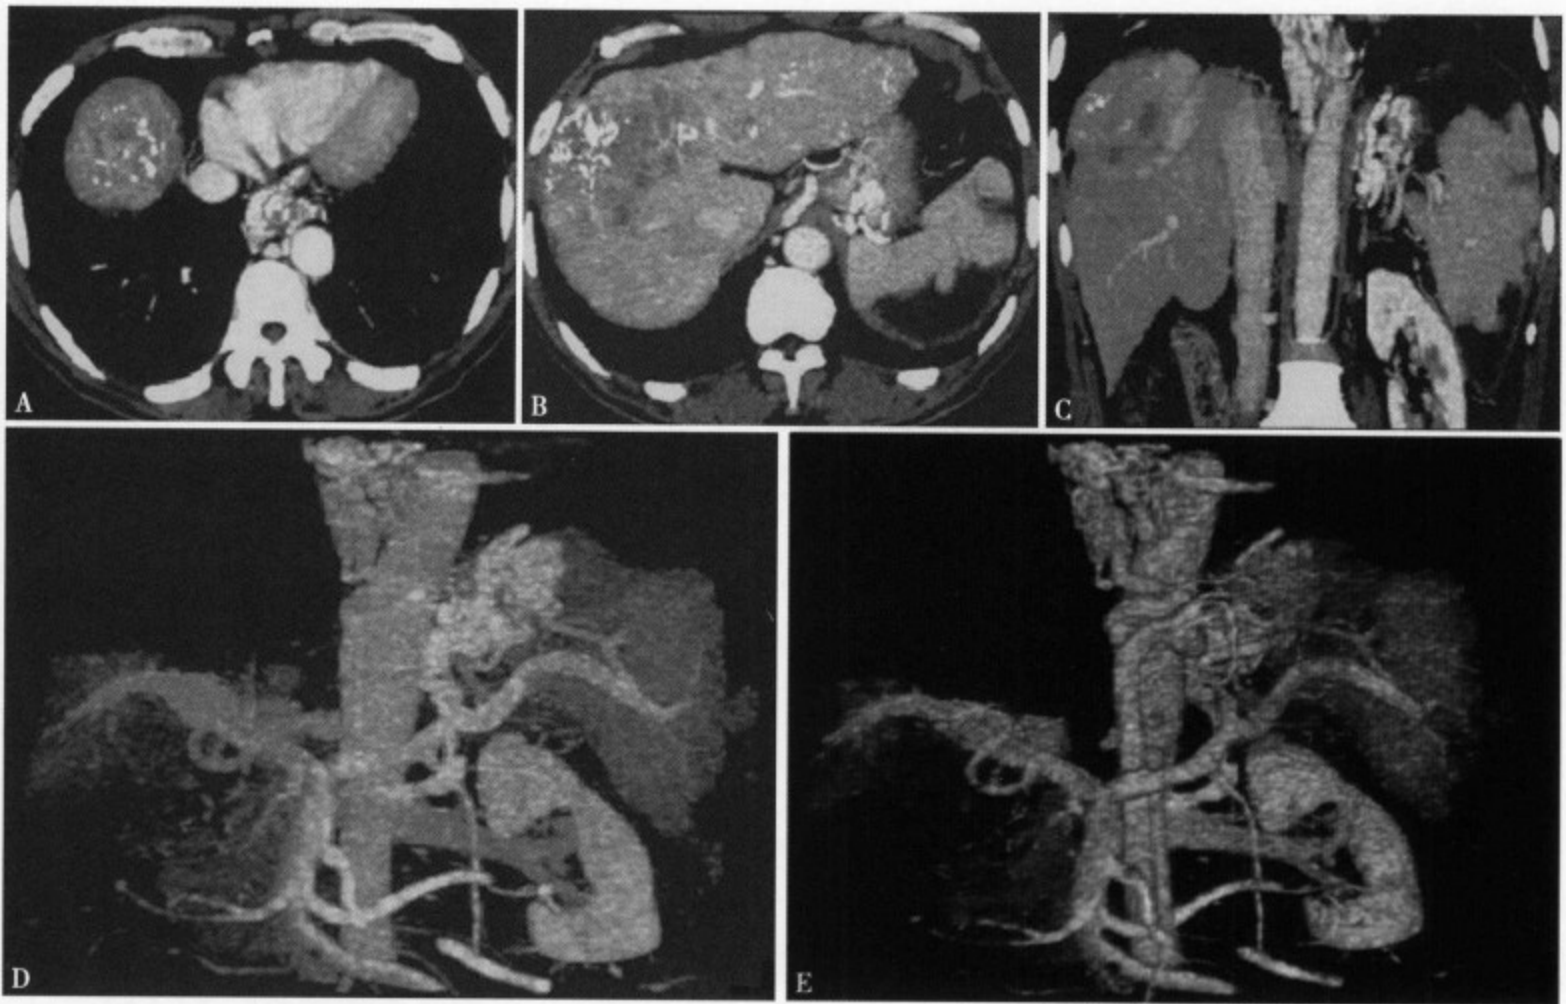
增强 CT 轴位扫描 (A、B)、冠状位重建 (C) 和 CTA 图像 (D、E) 显示食道-胃底静脉曲张
